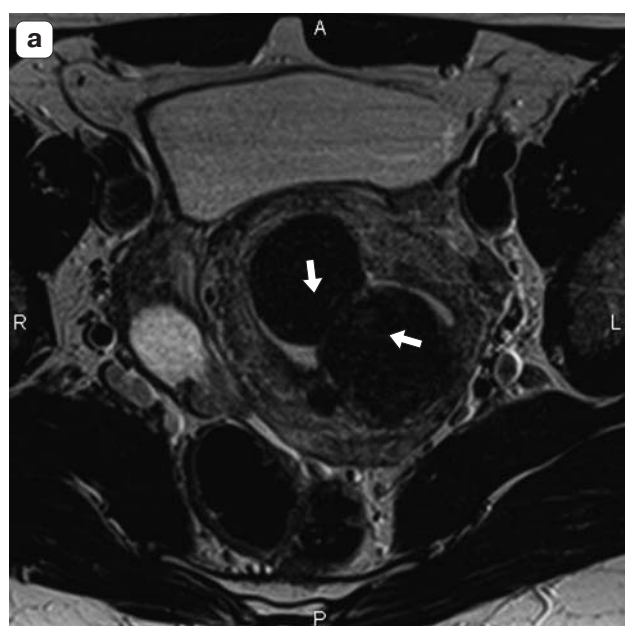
МР-томограммы малого таза. Миомы матки через 6 мес после ЭМА. а – T2ВИ в аксиальной плоскости; б – T1ВИ в аксиальной плоскости. Определяются два узла с признаками геморрагической дегенерации (стрелки), характеризующейся гипоинтенсивным МР-сигналом на T2ВИ (а) и изогипоинтенсивным на T1ВИ (б).
